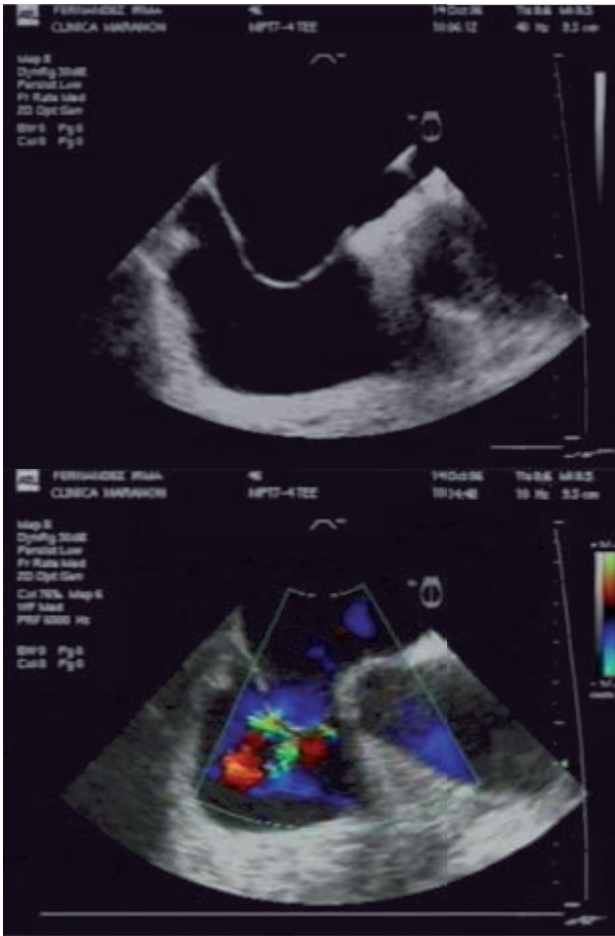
Imágenes de ecocardiograma transesofágico en 90° 2D (arriba) y Doppler color (abajo) que muestran CIA cribada (al menos tres defectos pequeños) y aneurisma significativo del septum interauricular.
